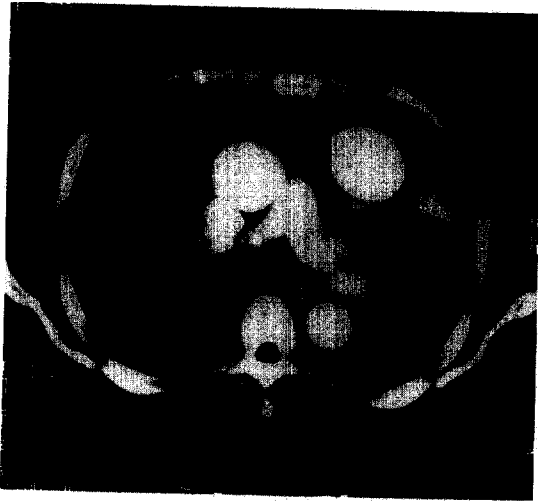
On 2nd day after of admission, chest CT shows pulmonary artery aneurysm (arrow).
